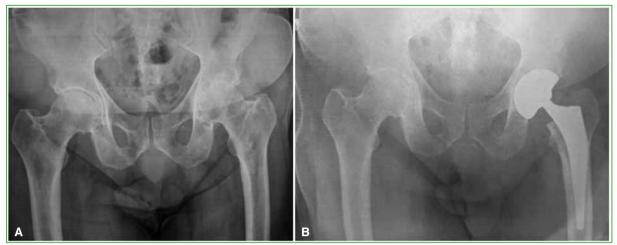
A. Radiografía de ambas caderas, de frente. Se observa coxartrosis izquierda en una mujer de 69 años. B. Radiografía posoperatoria de ambas caderas, de frente. Se visualiza una prótesis total no cementada de doble movilidad de cadera izquierda.
